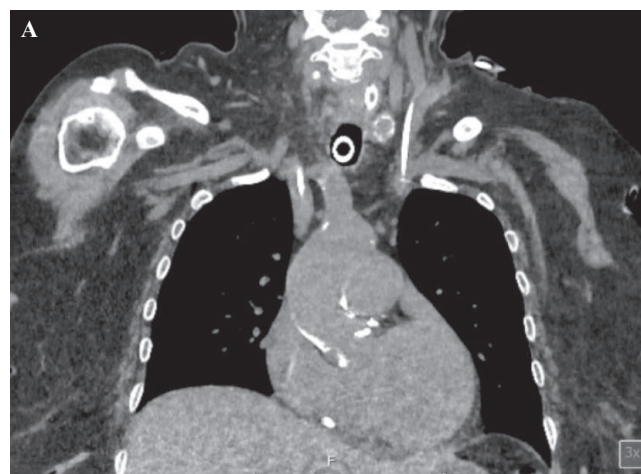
Corte coronal anterior de una tomografía axial computarizada simple de tórax en la que se observa catéter venoso central en A. vena cava superior derecha y B. vena cava superior izquierda.
